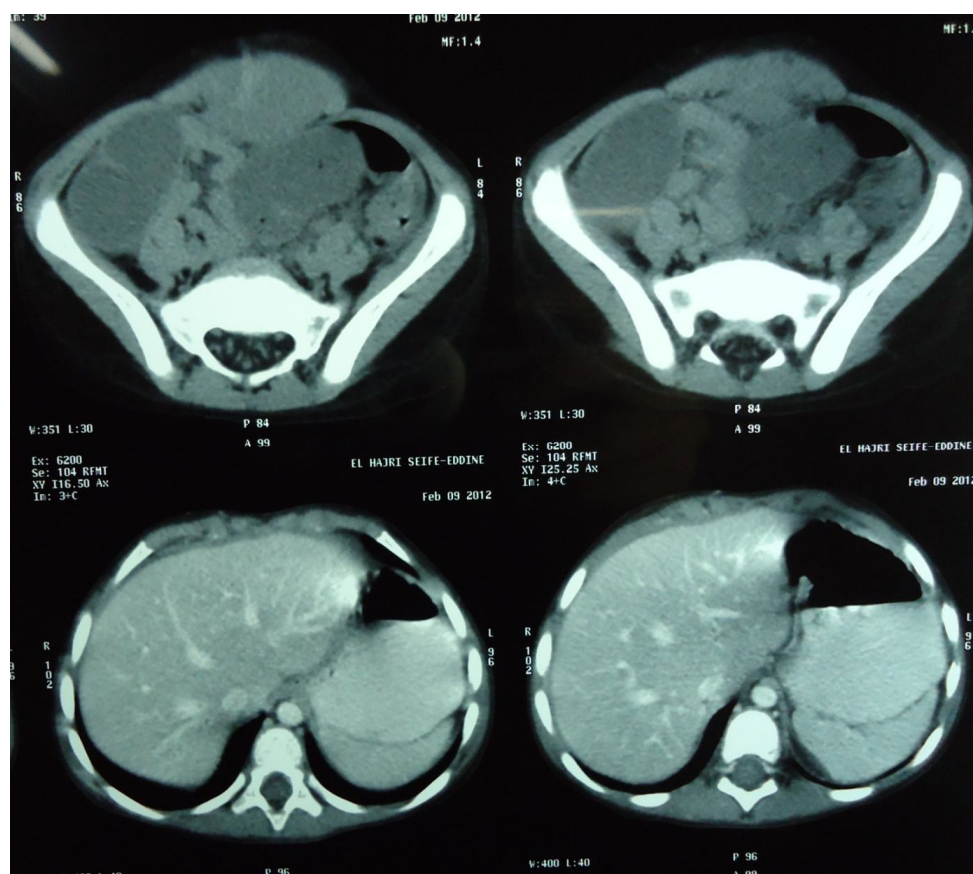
coupe transversal de la TDM du patient montrant la masse
